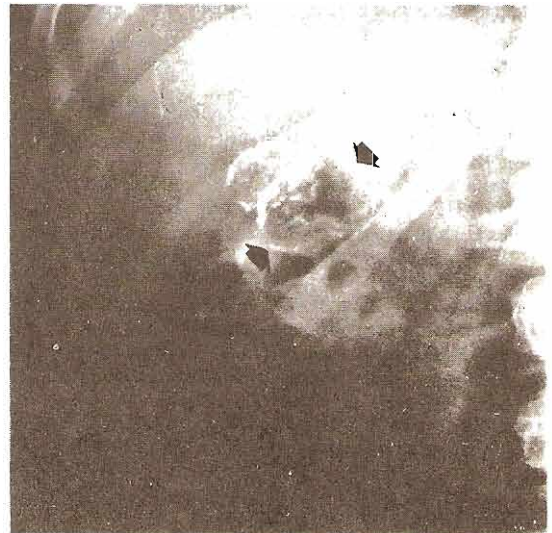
Quiste hidatídico, riñón derecho. Radiografía simple que muestra dos quistes hidatídicos calcificados.
